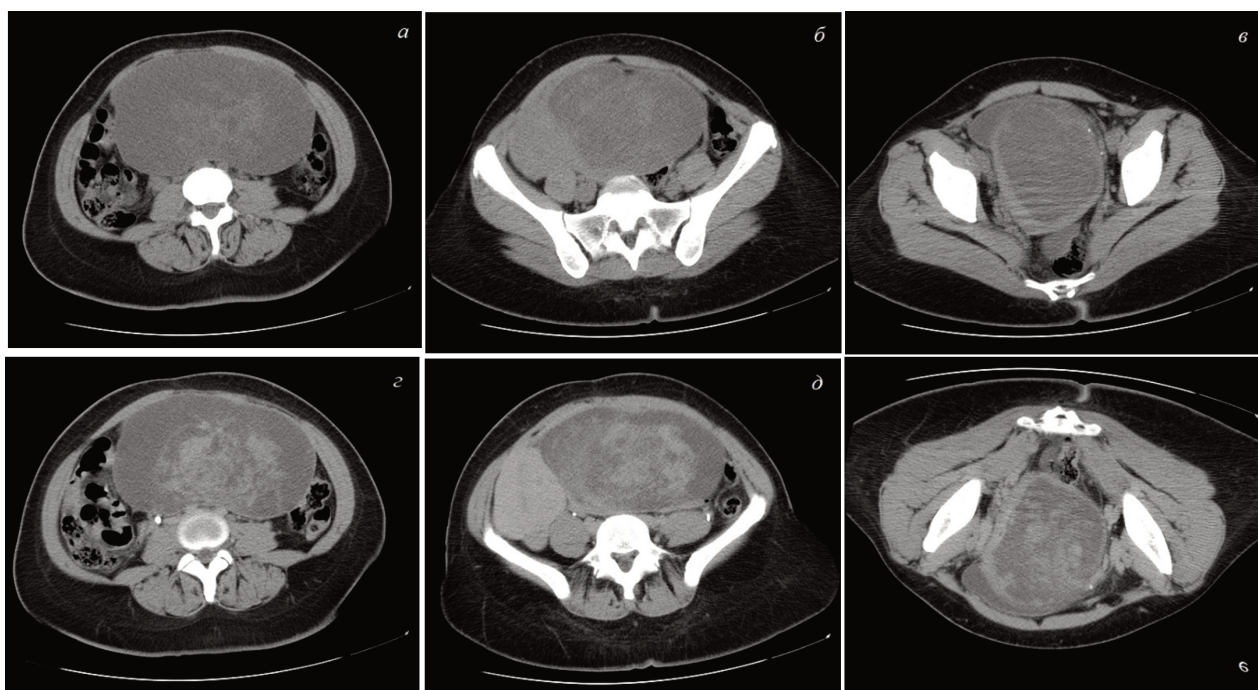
Рис.1. (а-в) Компьютерные томограммы органов малого таза, нативные изображения, аксиальная проекция. В малом тазу визуализируется кистозно-солидное многоузловое образование неоднородной структуры с ровными четкими контурами, исходящее из матки.
